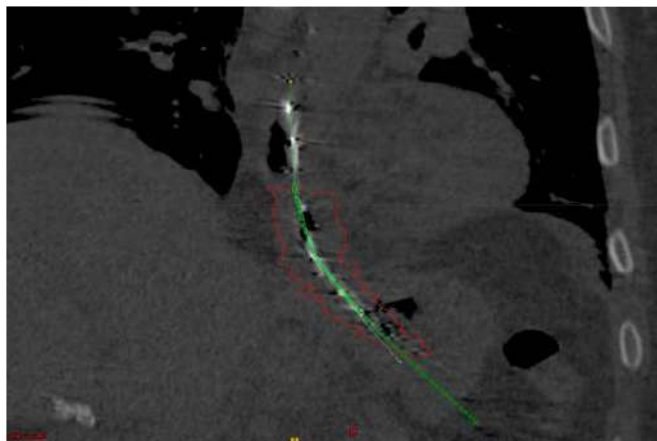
Definición en la TC de PTL: lesión macro y microscópica con margen de incertidumbre.
